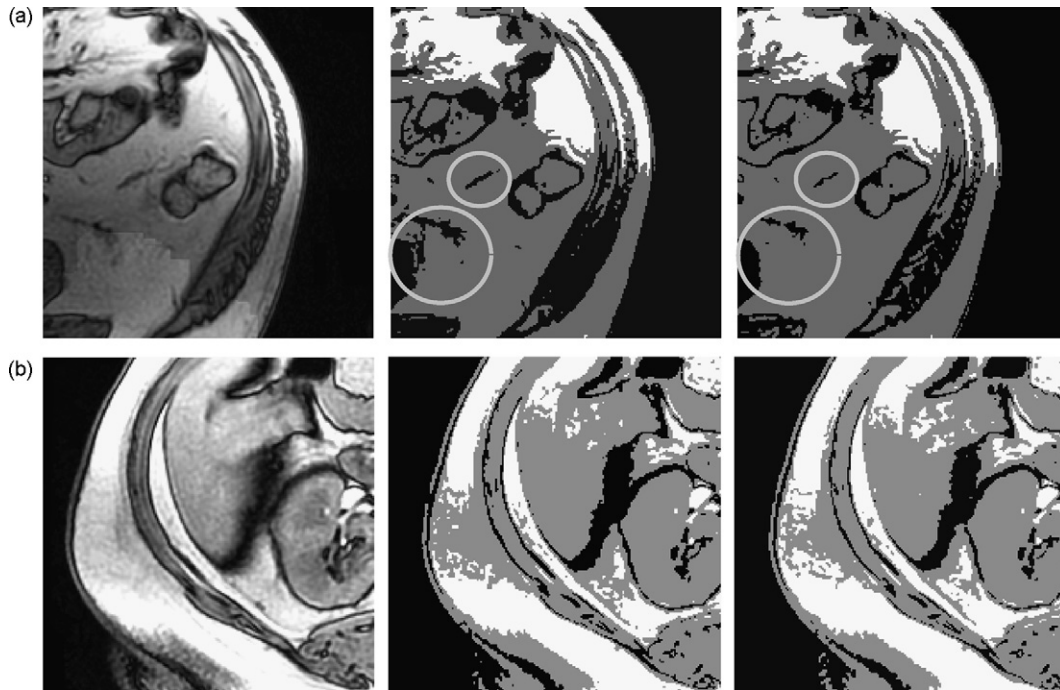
(Left column) Zoom of MR image. (Middle column) FcM classification result. (Right column) FGcM classification result. (a) FcM classified more pixels as background (black) in visceral adipose tissue than FGcM. These pixels cannot be connected with the second algorithm and were not considered as adipose tissue in this case. (b) FGcM classified more pixels as fat (white) in the subcutaneous adipose tissue than FcM classification.
